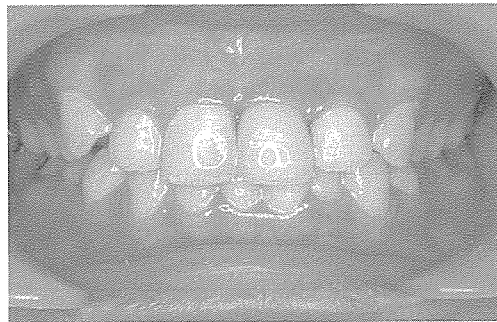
외과적 정출술 후 최종 수복물이 장착되고 4개월 된 임상 및 방사선 사진
